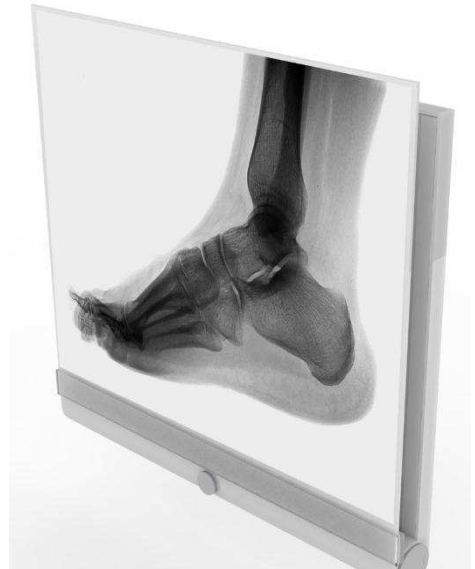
Rendering com radiografia
